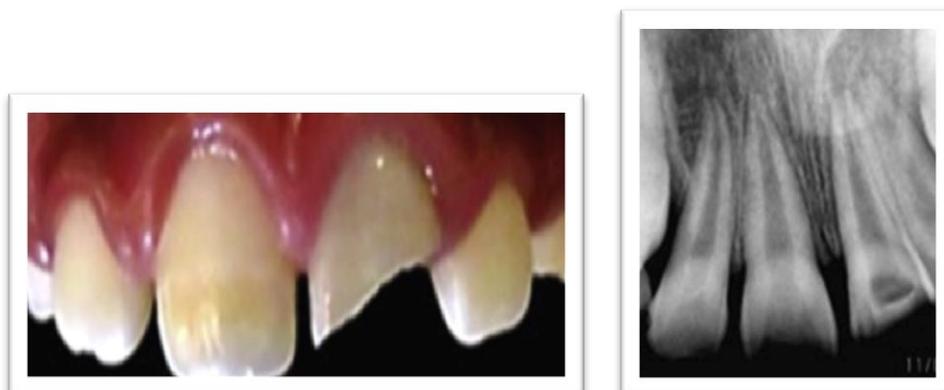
Imagen clínica y radiografía intraoral.²⁴
